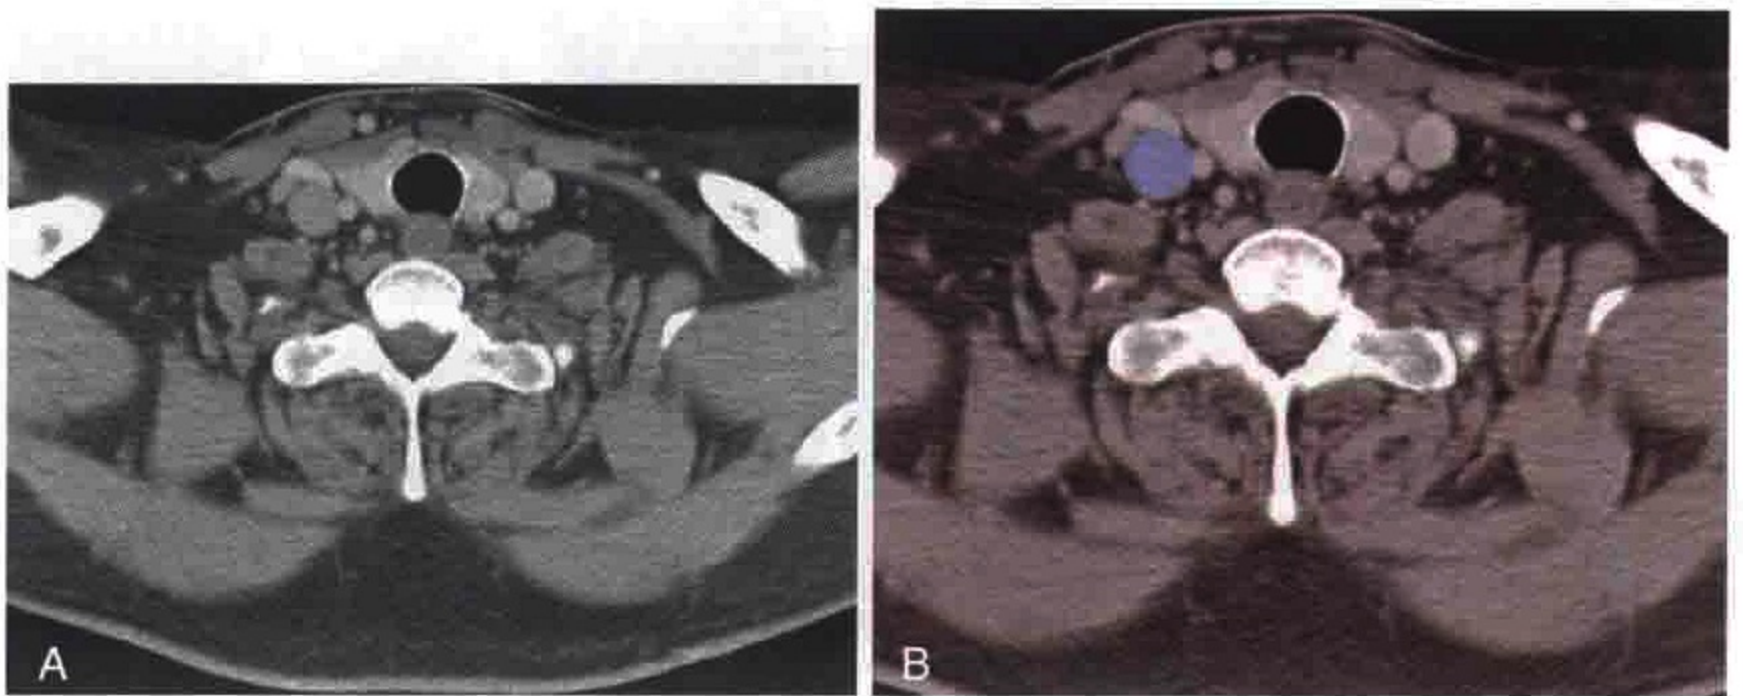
A. 横轴位 CT 增强扫描显示淋巴瘤患者右侧肿大的 IV 区淋巴结。
